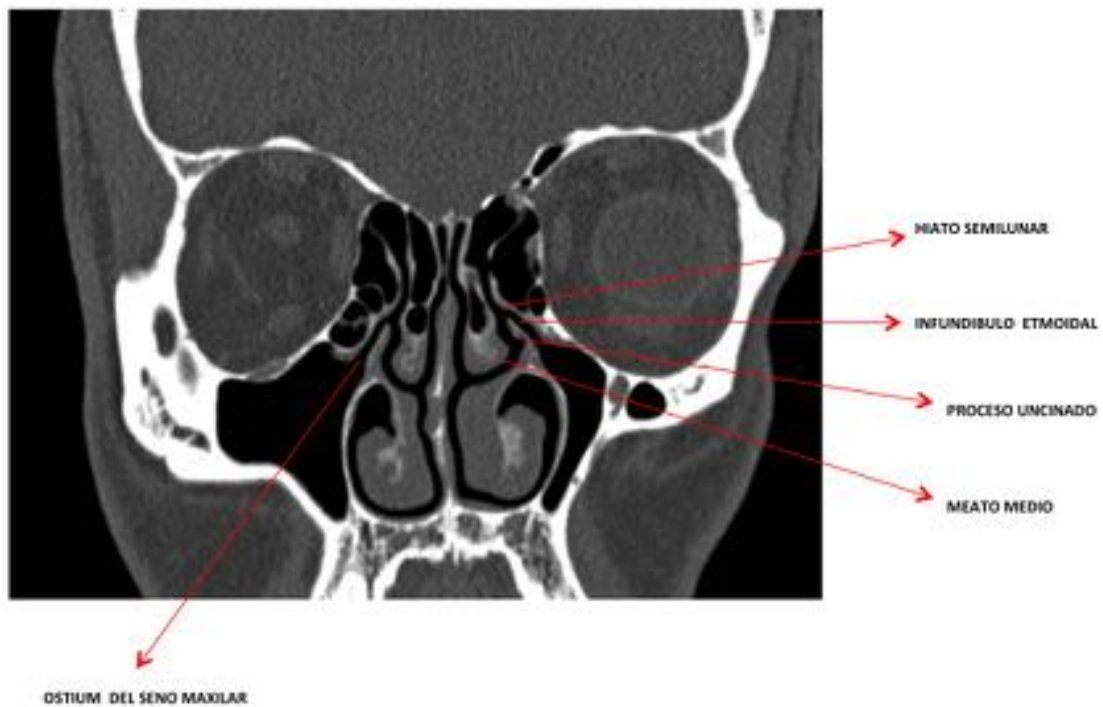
CORTE TC CORDNAL. Componentes del complejo ostiomeatal anterior
